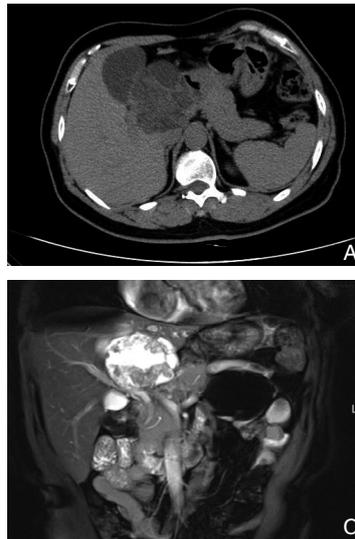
CT和MRI检查 A: CT示肝左叶萎缩, 左内叶及尾状叶见囊实混合性占位, 其内见分隔; B: CT增强分隔及实性部分强化; C: MRI示肝左外叶萎缩, 左内叶见囊实混合性肿块, 形态不规则; D: MRI示大小约8.4 cm × 9.0 cm × 7.8 cm, 其内见实性壁结节, 增强实性壁结节及囊壁强化
